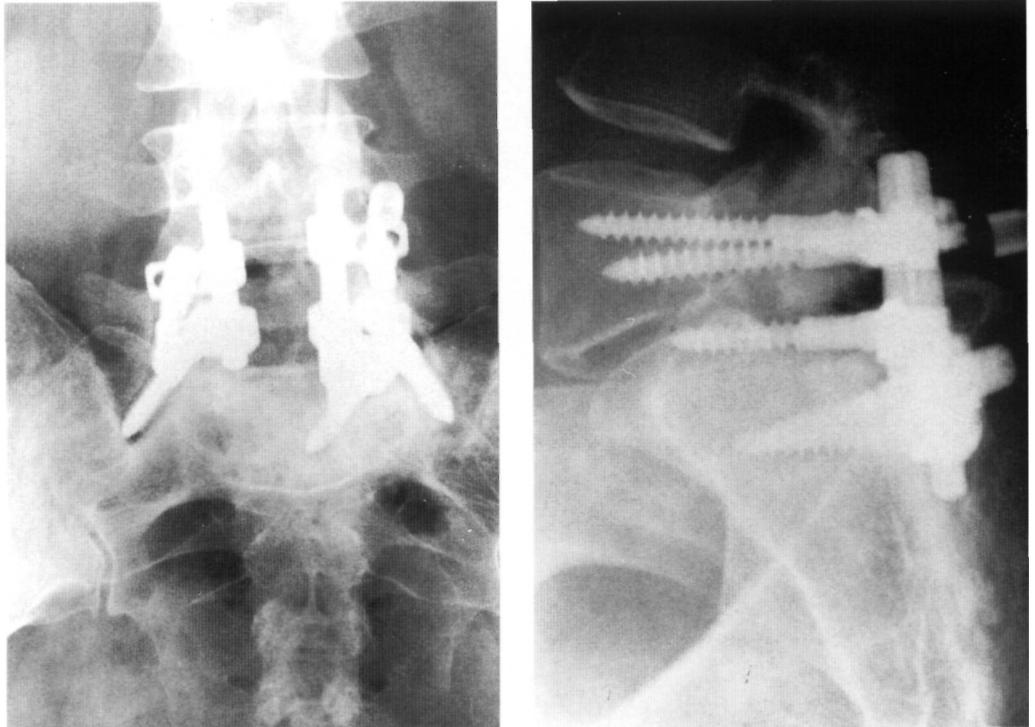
Radiografías antero-posterior y lateral de un caso de espondilolistesis L5-S1 e inestabilidad asociada tratada con artrodesis L5-S1. La paciente sufrió una recidiva de la clínica y a los 3,5 años de la cirugía hubo una movilización de la osteosíntesis. En la revisión se constató una pseudoartrosis lineal en la zona de artrodesis.
